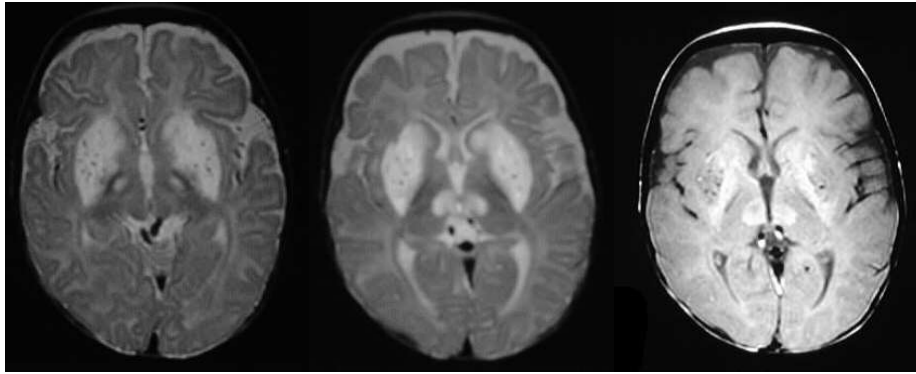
IRM d'un patient présentant un syndrome de Leigh
